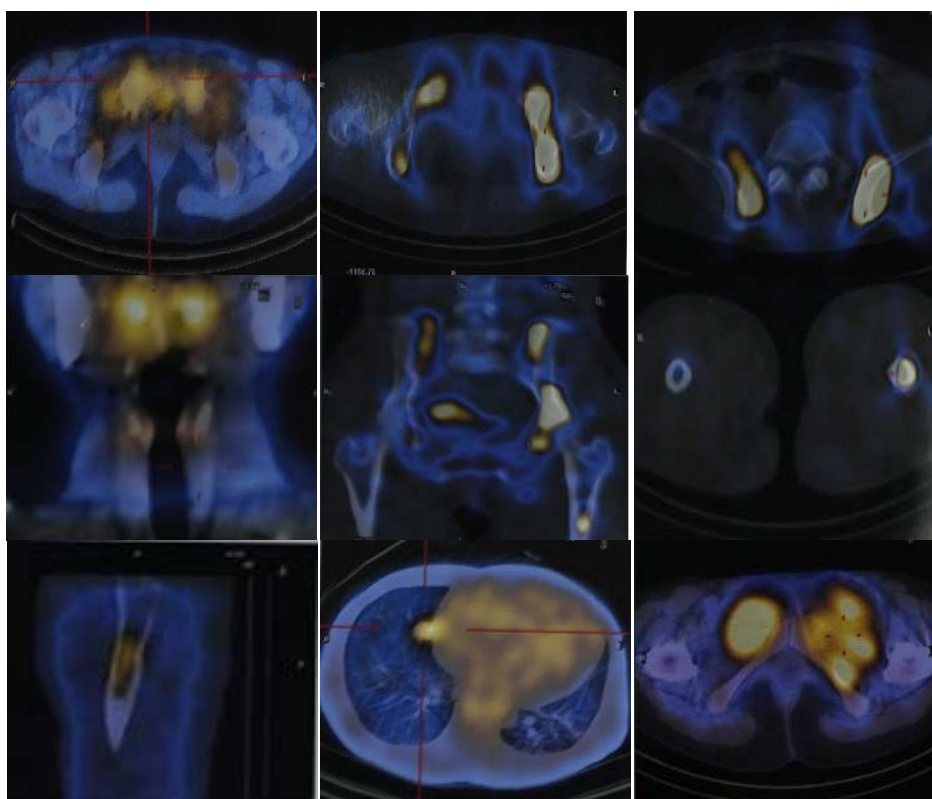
2011-8-26 hPET/CT, high uptake of  $^{18}\text{F}$ -FDG can be seen in bilateral iliac, sacrum, acetabulum, pubis, muscle around of the pubis and multiple nodes in lungs
